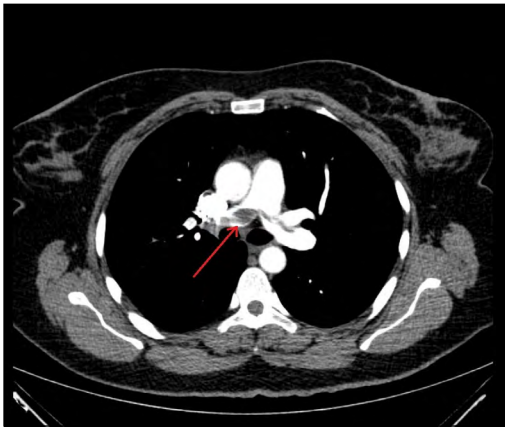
CT angiography of the pulmonary artery with the thrombus entrapped in the pulmonary trunk.
